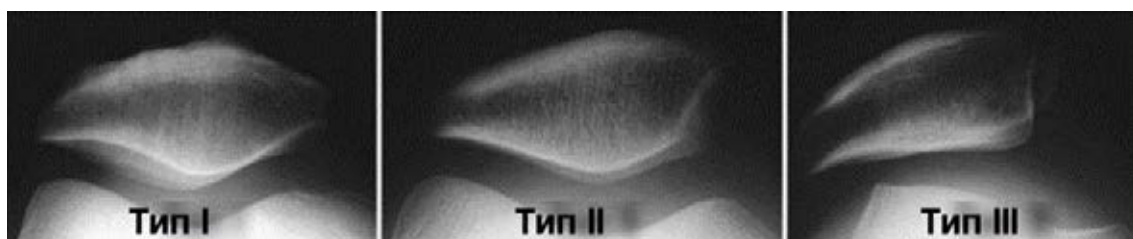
Рентгенография типов строения надколенника
